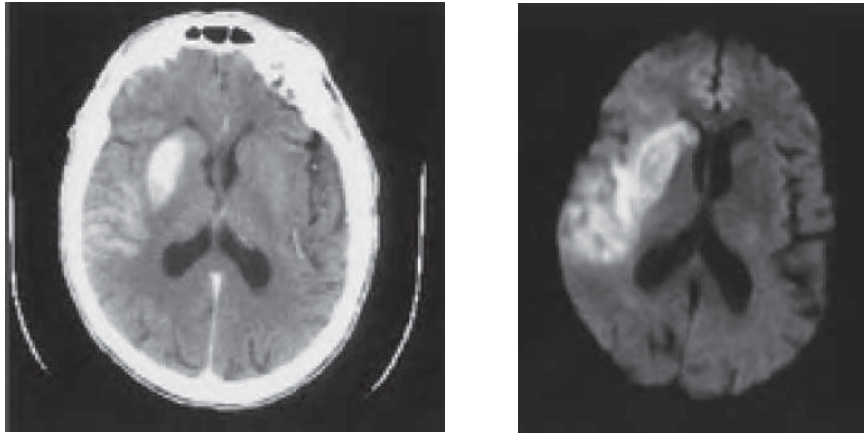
/12.- TAC de cráneo y RMI en paciente con hemorragia intracranial secundaria a tratamiento fibrinolítico de ACV isquémico. Obsérvese la elevada resolución de la RMI.
